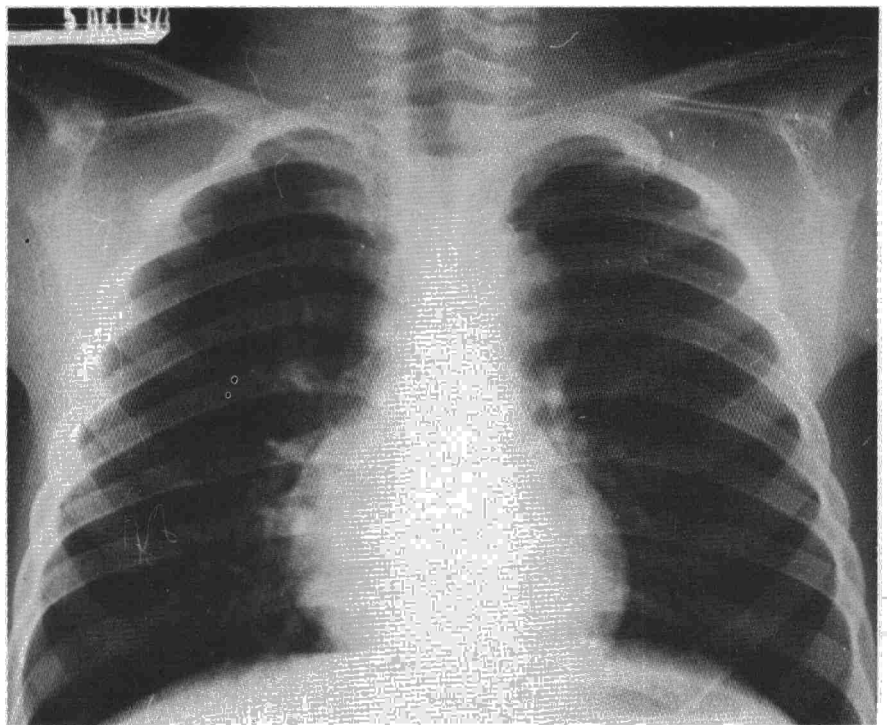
Radiografía P.A. de tórax en la que aparece una densidad en mediastino superior (región paraaórtica).
